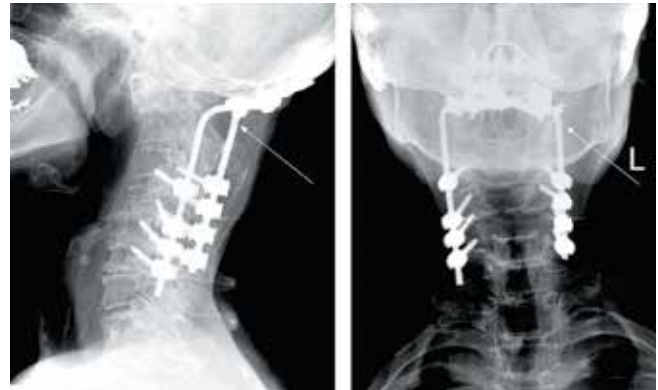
Рентгенограммы шейного отдела позвоночника. Перелом левого стержня
